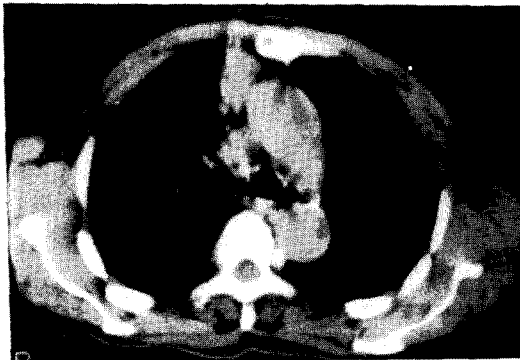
The chest CT scan shows the anterior segmental collapse of Rt. upper lobe with Rt. paratracheal lymph node enlargement, and the small nodular shadow on Lt. lower lobe.
